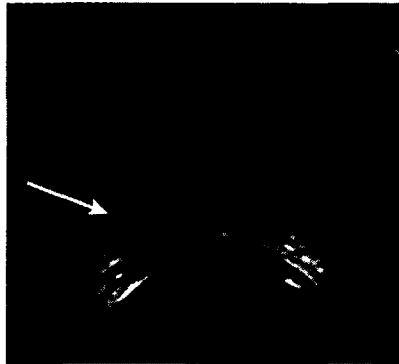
Tumeur prostatique visible par IRM [31]
